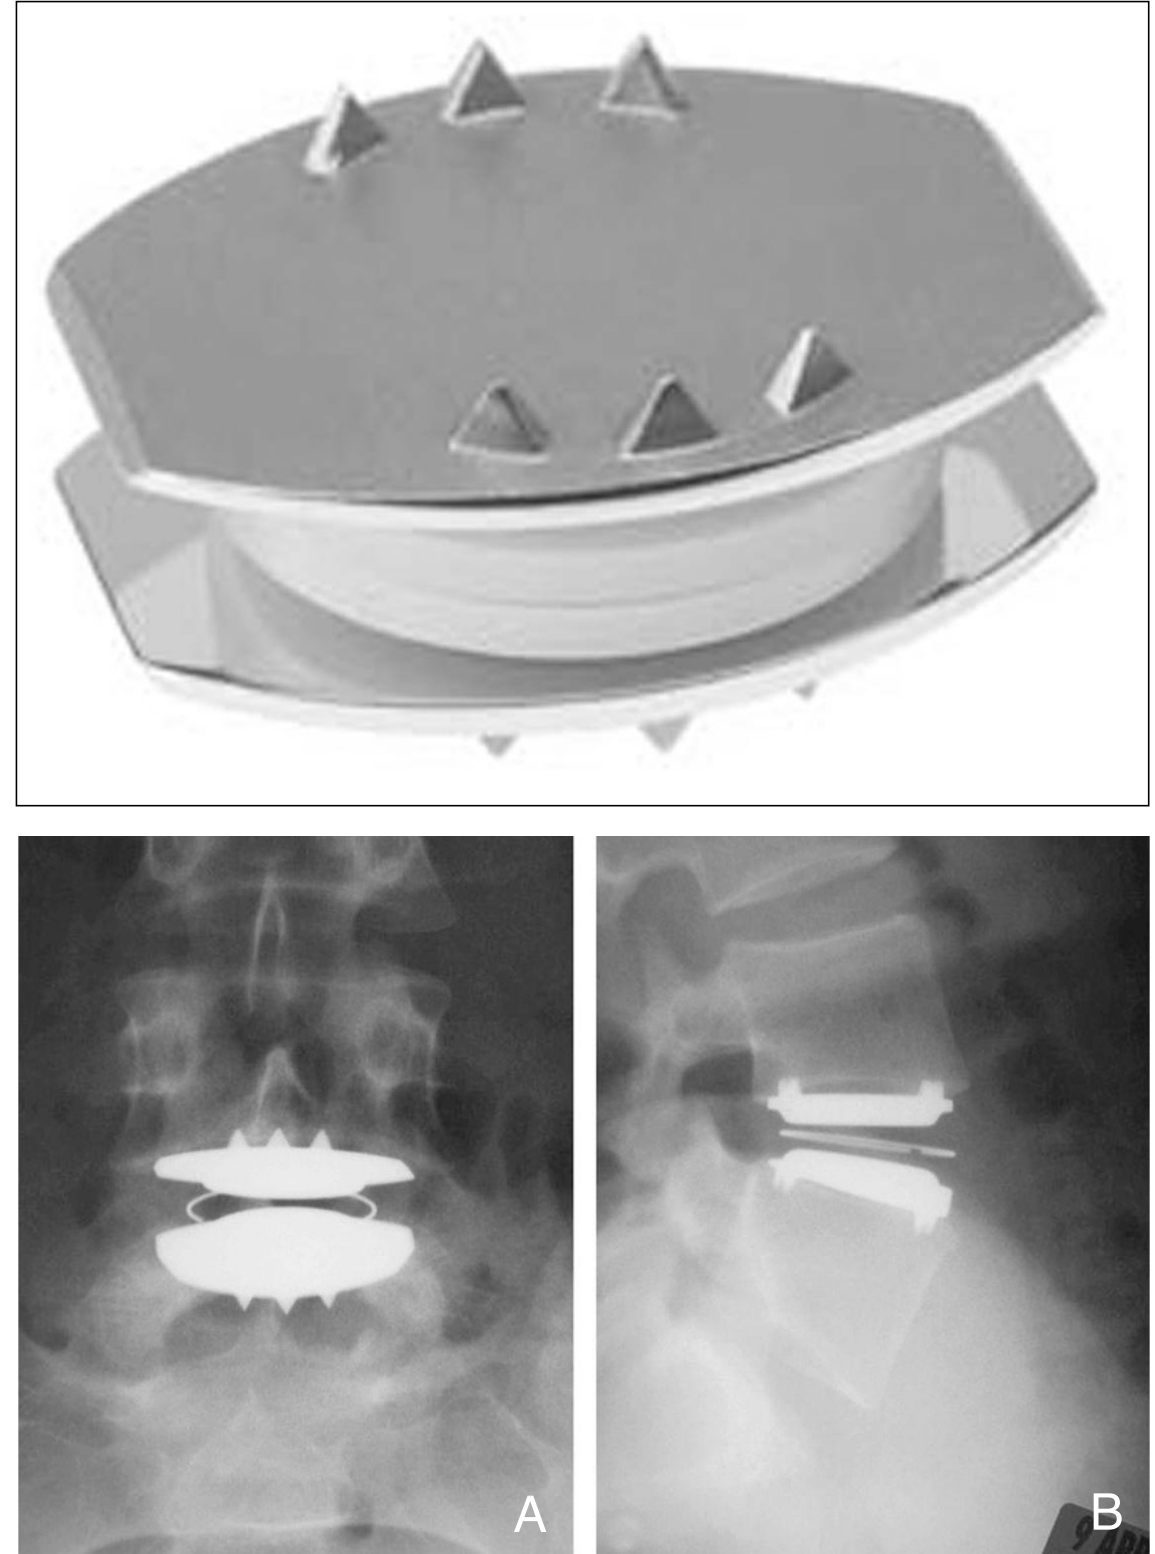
Charite artificial disc (upper) and postoperative AP and lateral X-ray after total disc replacement with Charite artificial disc (right A & B).
